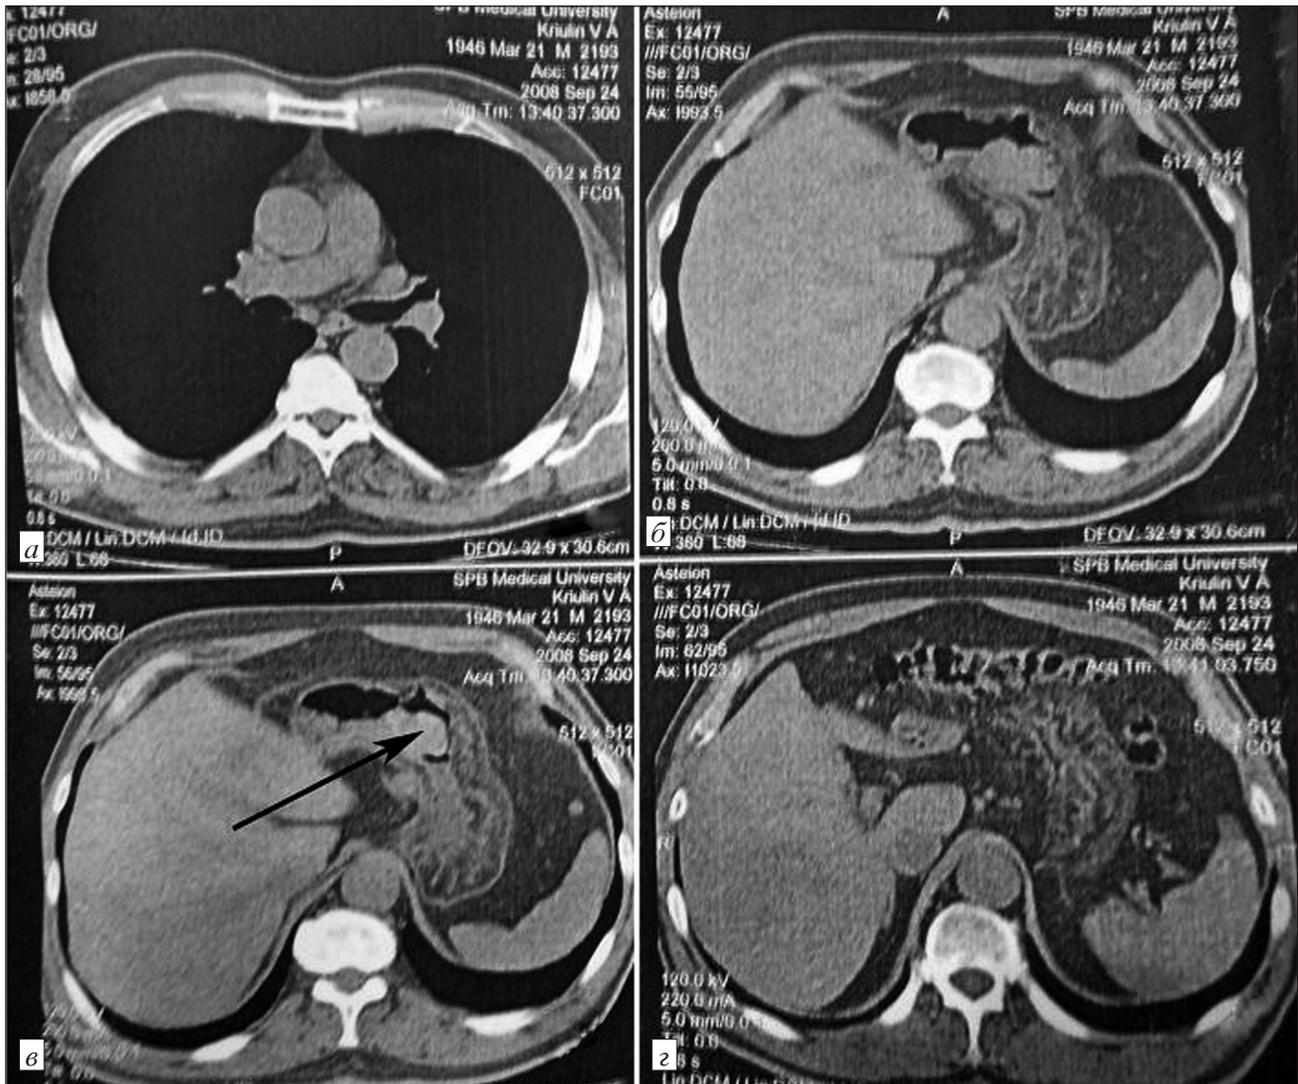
Компьютерная томограмма желудка того же больного.
